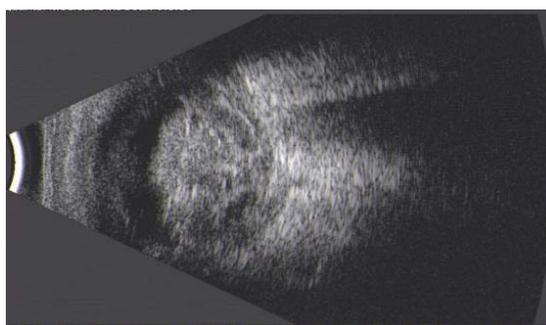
B-mode ultrasound of the patient before surgery. The vitreous of the left eye had a large amount of opacity and hemorrhage, and the retina and choroid were detached
